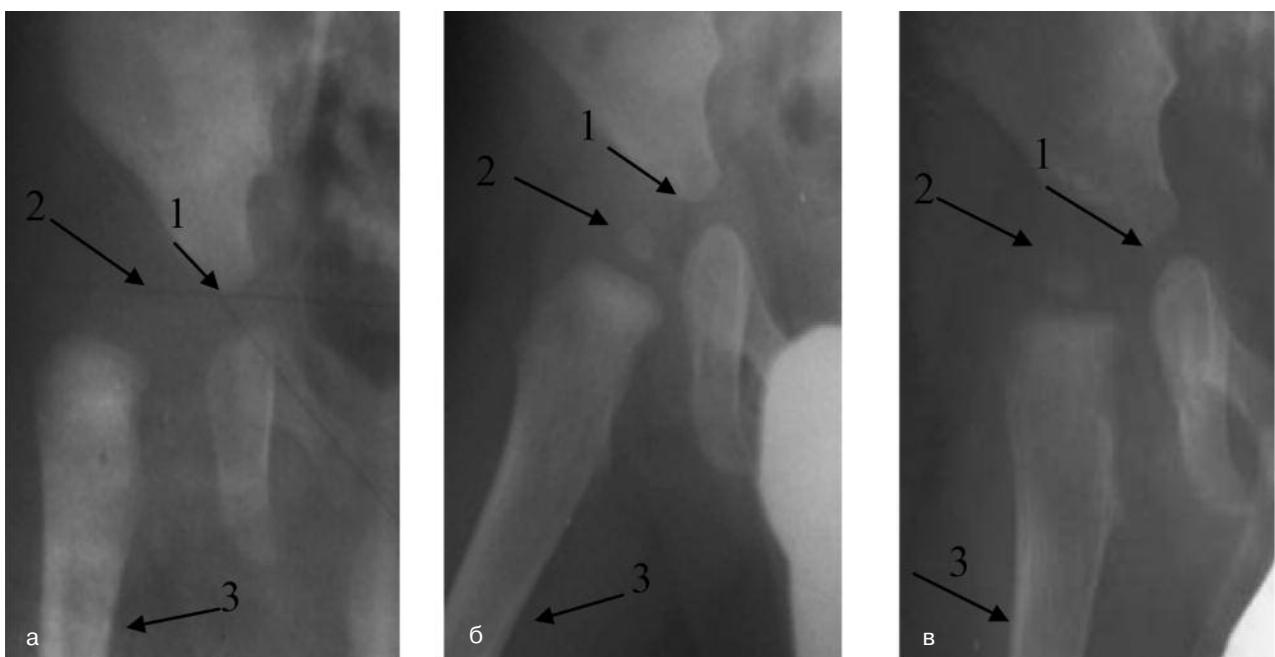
Фрагмент рентгенограми правого кульшового суглоба хворого Ж., вивих стегна справа, дослідження в динаміці: а) 2,7 міс., б) 7 міс., в) 11 міс.: 1 – приріст даху вертлюгової западини; 2 – поява та зміни розмірів голівки стегнової кістки; 3 – потоншення кортикального шару
